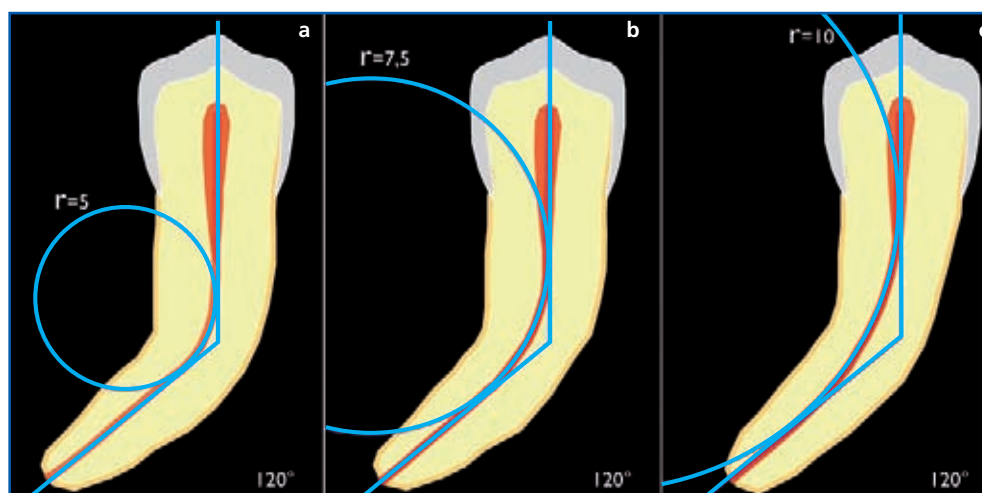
Le tre immagini della figura rappresentano tre radici apparentemente molto simili: infatti l'angolo di curvatura canalare è in tutte di 120° . In (a) il raggio di curvatura è però piccolo e quindi la curva è più stretta e difficile; in (b) il raggio è più grande (infatti il cerchio risultante è solo parzialmente visibile nel disegno) e quindi la curva è più morbida e meno critica; in (c) il raggio è molto grande (infatti il cerchio risultante si estende ampiamente fuori dal disegno) e quindi la curva, ai fini della strumentazione, è veramente facile e potrebbe quasi essere assimilata a una retta. Si deve tenere sempre presente, però, che i disegni, come le immagini radiografiche, rappresentano solo due piani dello spazio e che, quindi, queste radici, immaginate tridimensionalmente, potrebbero avere altre curve, con angoli e raggi di curvatura differenti, su altri piani dello spazio, elevando il loro grado di difficoltà ai fini della sagomatura strumentale.
